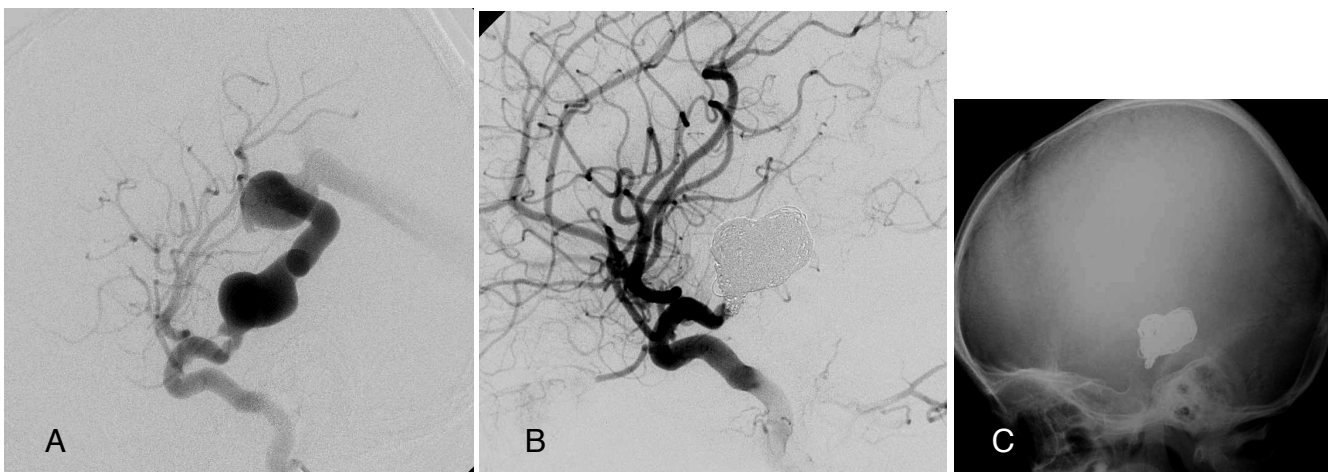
Right internal carotid angiogram (ICAG) (lateral view) (A) demonstrating a pial arteriovenous fistula (pial AVF) fed by the right anterior choroidal artery (AChA). After the intervention, right ICAG (lateral view) (B) demonstrating complete obliteration of the pial AVF and skull X-ray (lateral view) (C) showing deposited coils between the varix and the AChA feeder.
